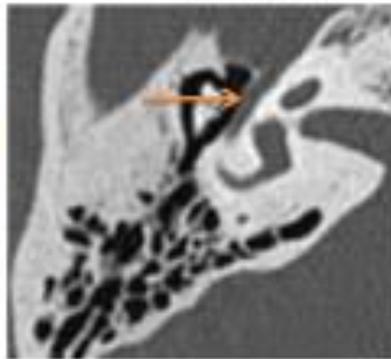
TDM DU CONDUIT AUDITIF INTERNE [15].
